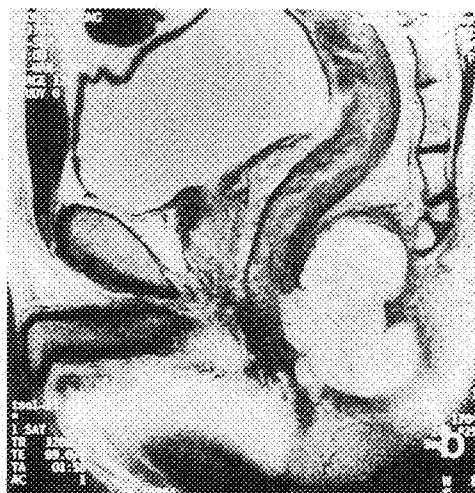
$7 \times 4 \times 3.7$ cm sized large lobulating mass was noted on posterior to distal rectum in MRI. (a) Low signal intensity was noted in T1W image. (b) High signal intensity was noted in T2W image.
